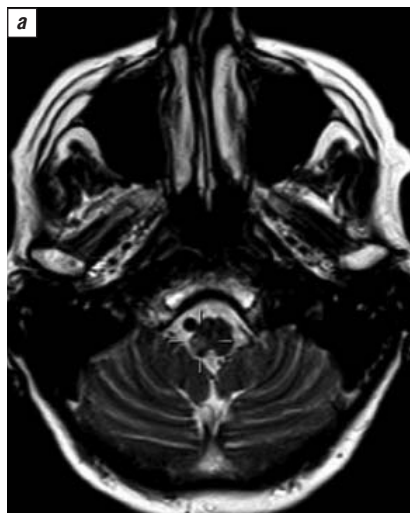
МРТ головного мозга больной С. На T2 изображении (а) и диффузионно-взвешенном (b1000) изображении (б), полученных 09.11.2013 г., определяется участок повышенного сигнала в продолговатом мозге (отмечен перекрестием) – острая ишемия в бассейне правой задней нижней мозжечковой артерии
